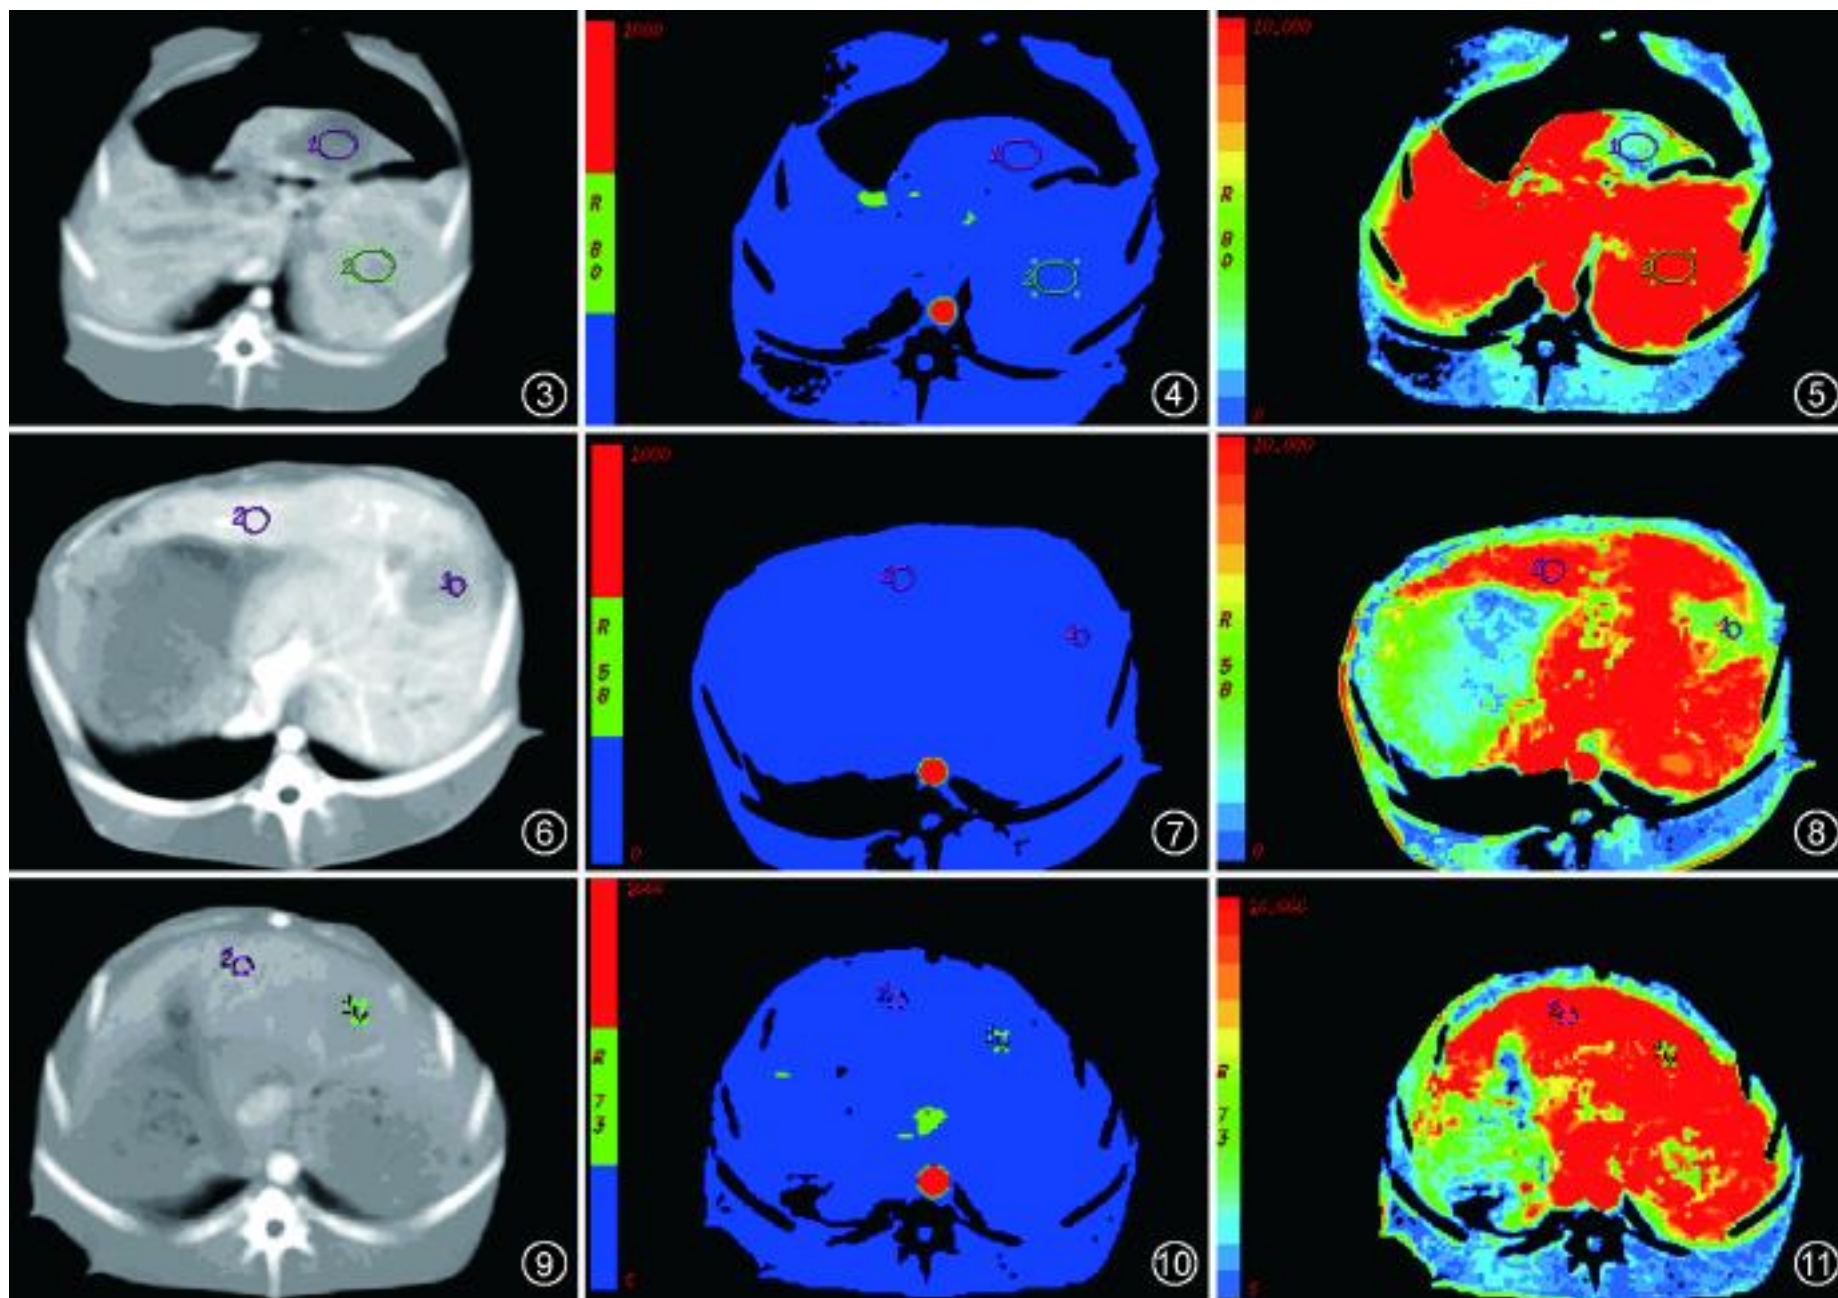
~11 3 组模型兔 CT 平扫与灌注表现: 图 3 ~5 分别为肝动脉完全阻断组 CT 平扫、血流量 (BF) 图和血容量 (BV) 图, 图 6 ~8 分别为肝动脉部分阻断组的 CT 平扫、BF 图和 BV 图, 图 9 ~11 分别为对照组 CT 平扫、BF 图和 BV 图, 由图可见肝动脉完全阻断组肿瘤 BF、BV 最低, 表明微灌注量最少; 对照组 BF、BV 最高, 表明微灌注量最大
